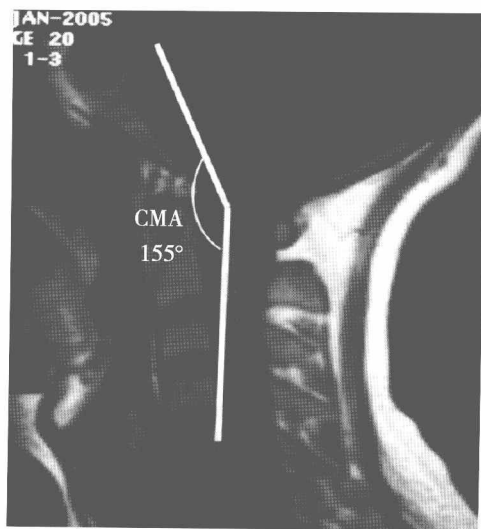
MRI 颈髓角(cervical-medullary angle, CMA)
